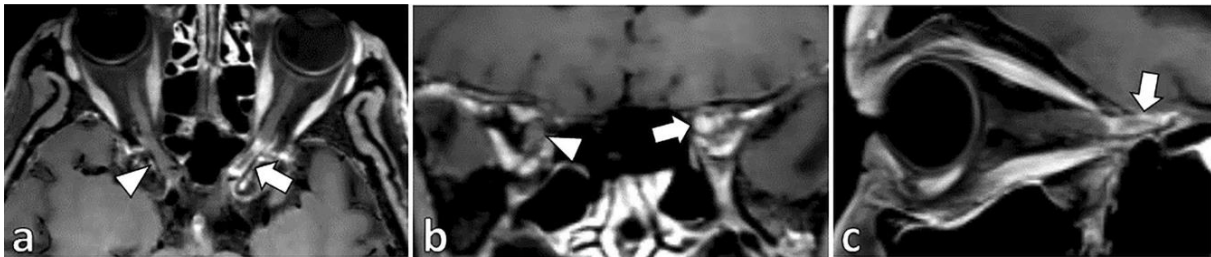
Coupe axiale (a), coronale (b) et sagittale (c) d'une angio-IRM avec prise de contraste du nerf optique pré-chiasmatique gauche témoignant de l'inflammation de la paroi artérielle de celui-ci (47)
